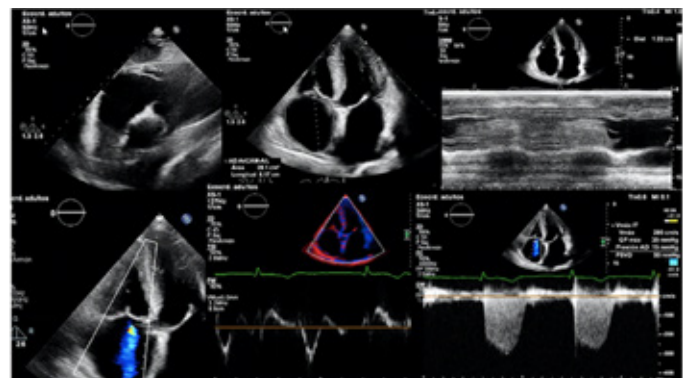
Imágenes de Ecocardiografía Doppler transtorácico focalizado en la evaluación del VD por parámetros clásicos de cavidades derechas (Línea superior y línea media)
